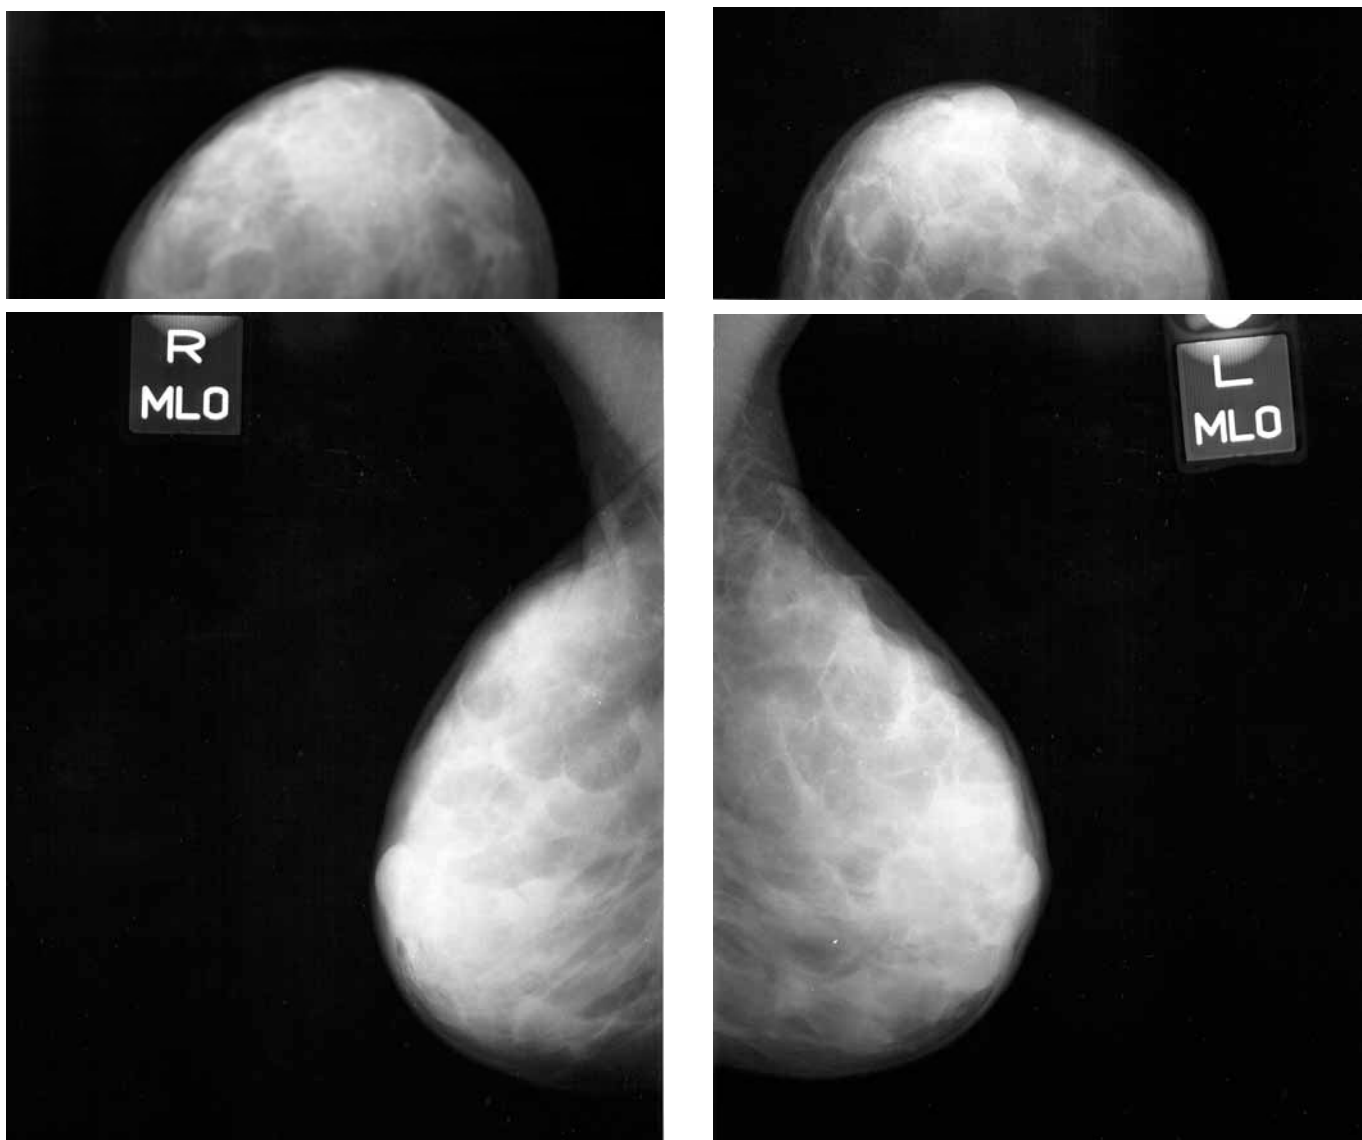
Рентгенограми обох грудних залоз у прямій і бічній проекціях. Визначаються ознаки дифузної фіброзно-кістозної мастопатії. Пахвові лімфовузли не збільшені
